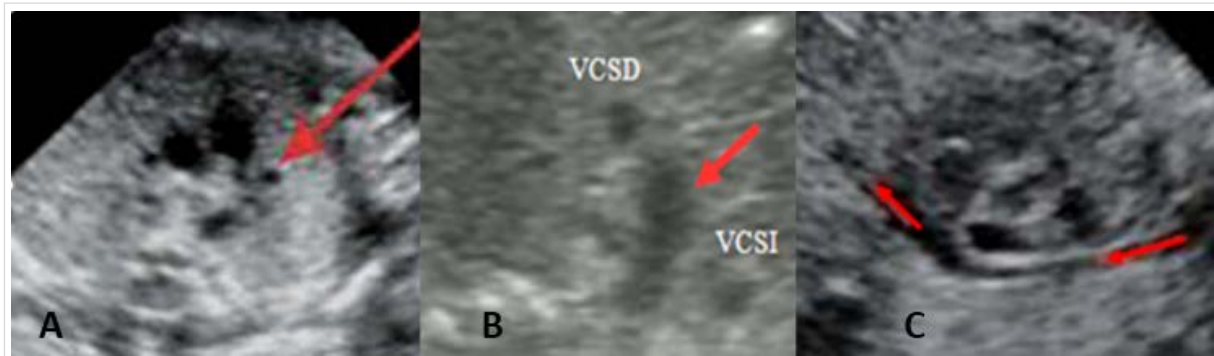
A. Echocardiographic view of the three vessels. A fourth vessel corresponding to the persistent left superior vena cava is indicated (arrow). B. Transverse aortic arch view (arrow). C. Echocardiographic longitudinal short-axis view of the aorta, with probe tilting, showing the arch-shaped entry of the PLSVC into the coronary sinus.
